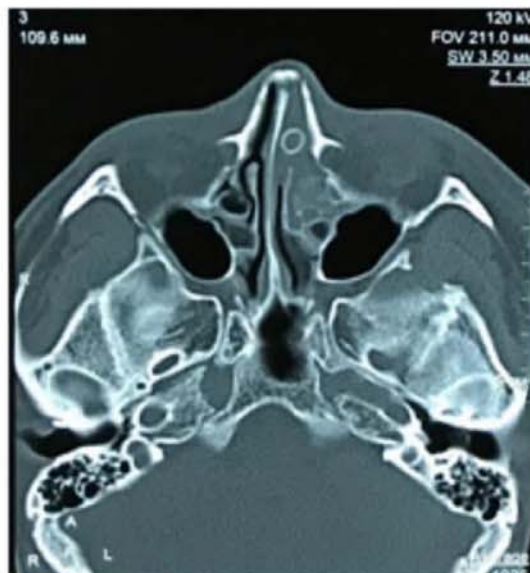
КТ-срез, выполненный в аксиальной плоскости на уровне клеток решетчатого лабиринта.
